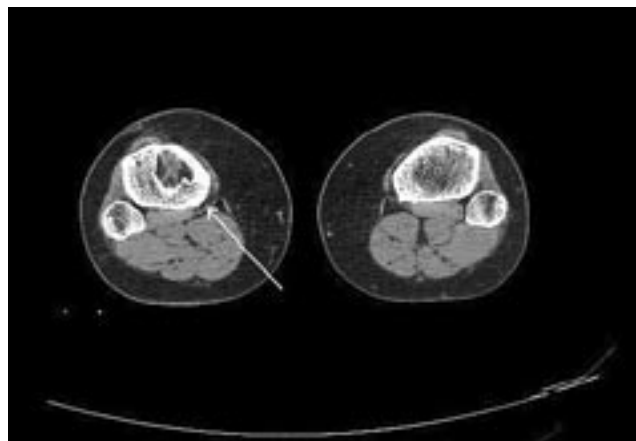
Компьютерная томограмма верхней трети правой и левой голени больной Д. (стрелкой указана зона остеобластокластомы)
